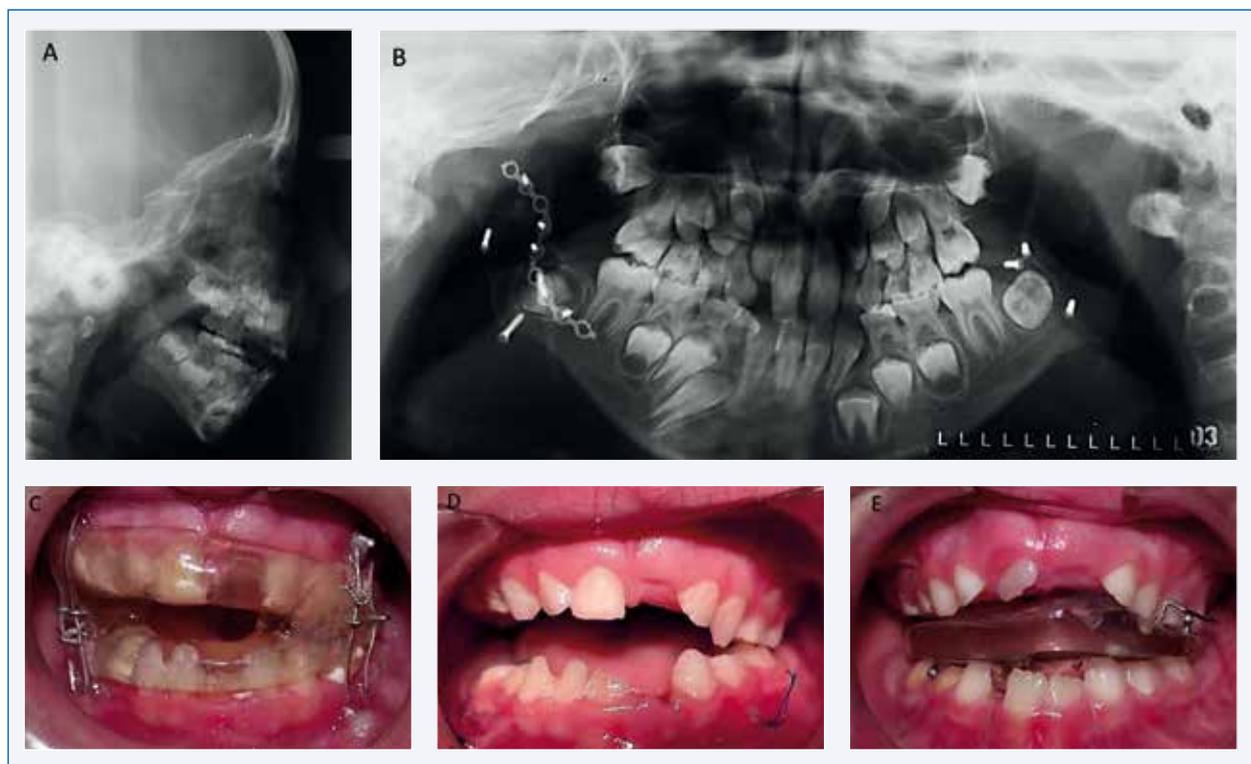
Telerradiografía lateral de un paciente con microsomía craneofacial grave previa al tratamiento (A). En la OPG (B) se observa el injerto de cresta iliaca. Para mantener la longitud del injerto se confeccionó una férula-bloque de acrílico (C). Mordida abierta tras la retirada de la férula (D). Nivelación de la mordida abierta mediante funcional (E).
